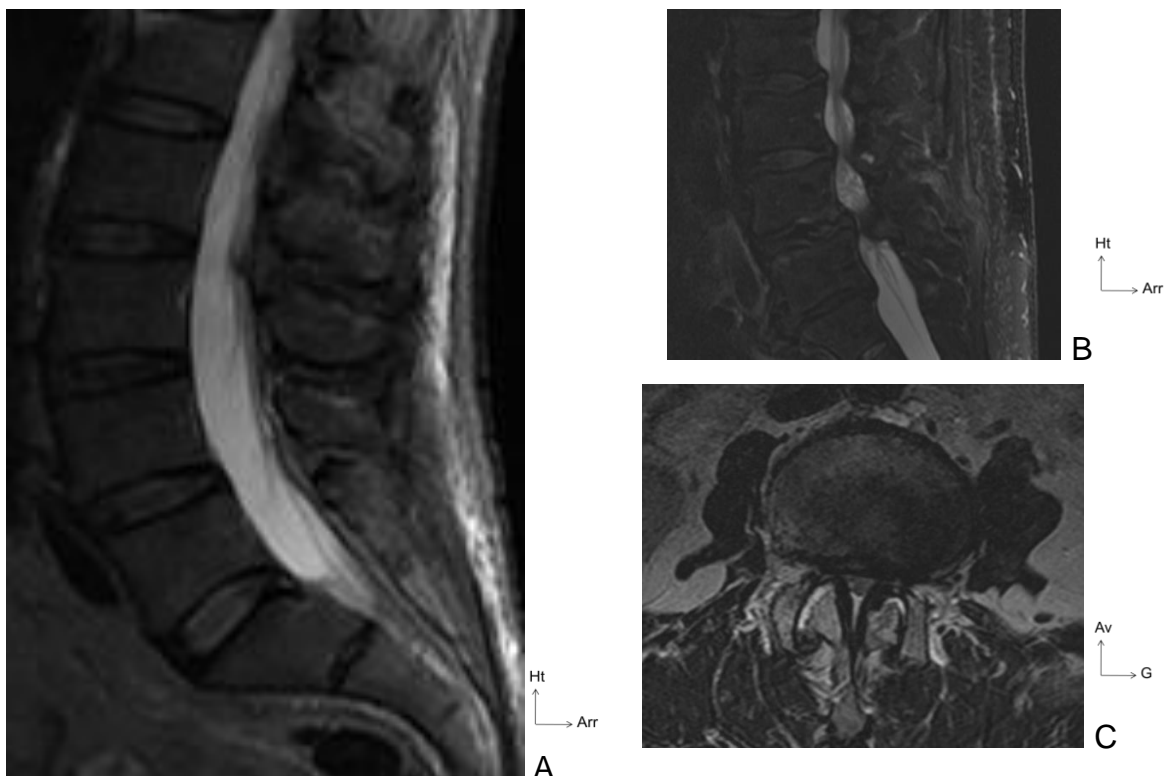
IRM du rachis lombaire en séquence T2
